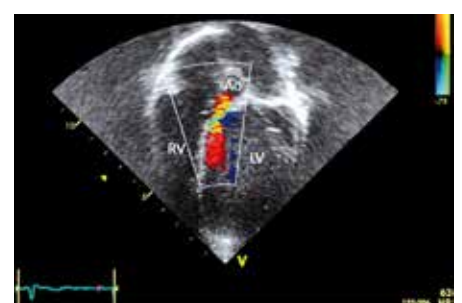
Insuffisance aortique (Doppler couleur 2D, coupe 4-cavités, RV = ventricule droit, LV = ventricule gauche, Ao = aorte)
